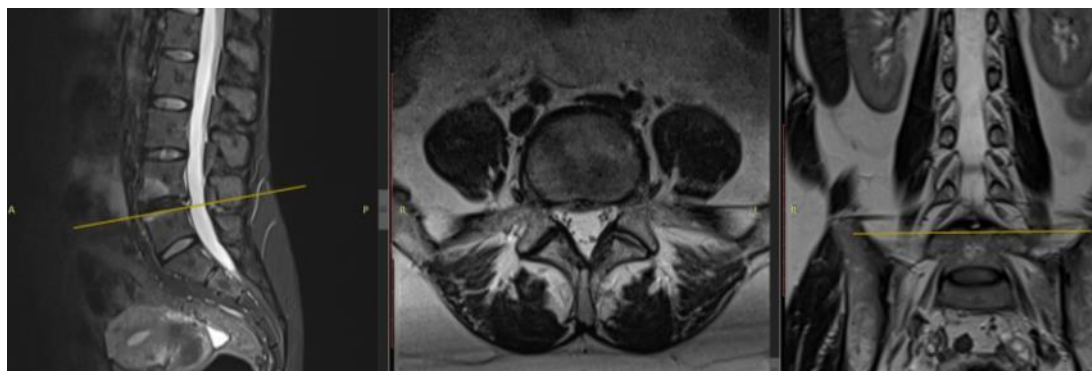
Магнітно-резонансна томографія хворого до операції, рівень L_{IV} – L_V
